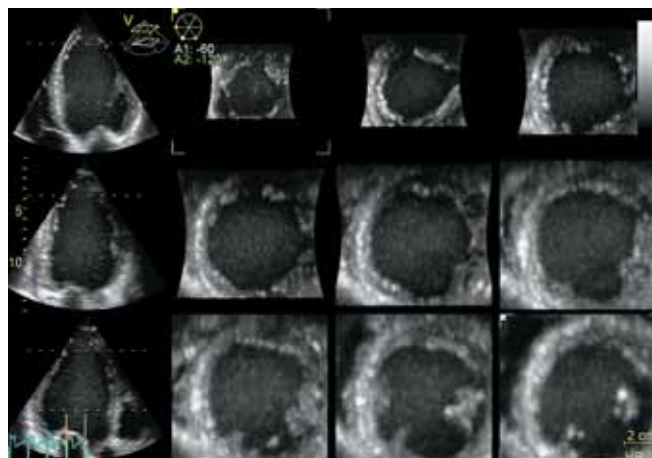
Стресс-эхокардиография позволяет оценить возможности миокарда и выявить скрытые зоны нарушения локальной сократимости.
